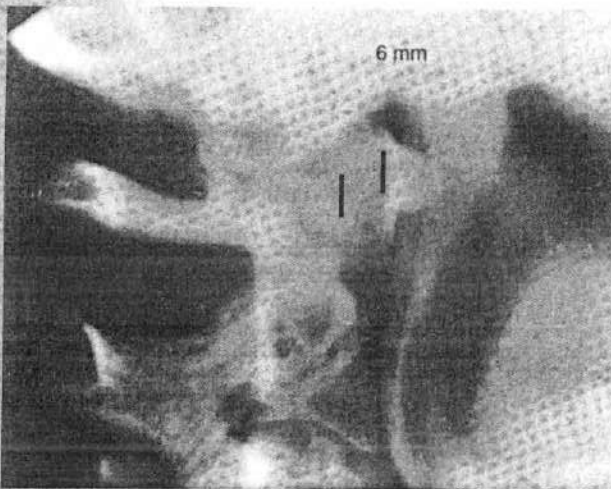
Figura de Estudio de un caso 11-1-1. Radiografía lateral que demuestra un intervalo atlantodental aumentado de 6 mm tras el traumatismo.
